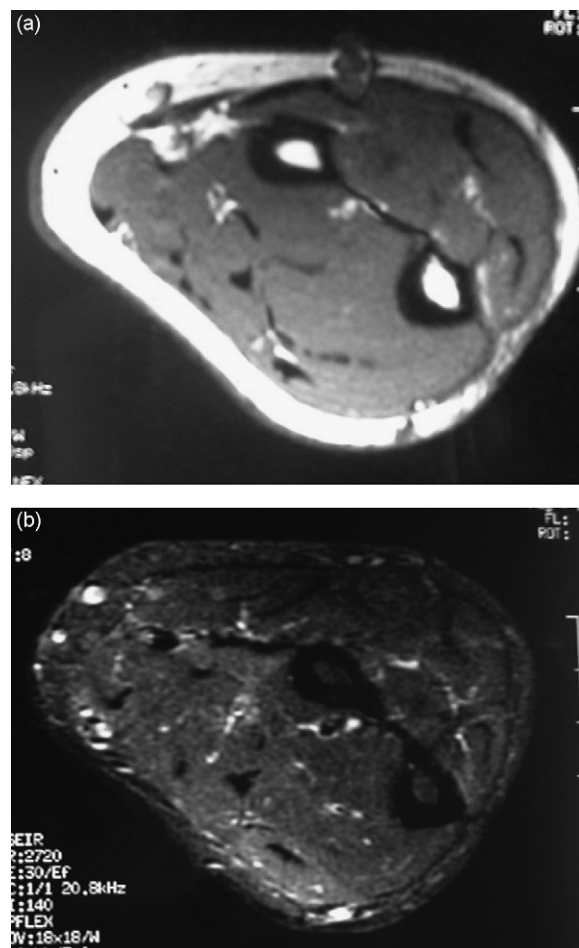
La membrane interosseuse en IRM. La membrane interosseuse est bien visible en hyposignal en T1 comme en T2 ; cependant, reproduire ces coupes sur des lésions fraîches ou chez des patients qui ont eu une intervention rend l'interprétation plus délicate, surtout si du matériel métallique a été utilisé.
